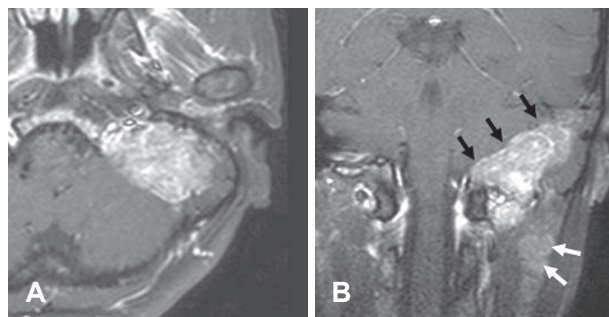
Gadolinium-enhanced T1 weighted magnetic resonance images of the temporal bone. Axial image (A) shows 5 cm sized well enhanced round mass extending to the internal carotid artery anteriorly and abutting with cerebellum posteromedially. Coronal image (B) shows that a demarcated mass in the temporal bone is extending inferiorly to the level of 1st cervical vertebrae via the jugular foramen (black arrow). Several cervical lymph nodes are also enlarged (white arrow).
